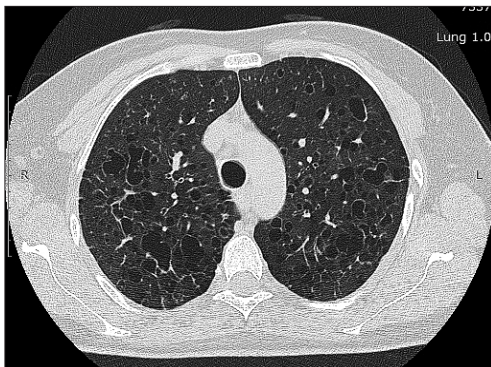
Imagine HRCT la o pacientă de 39 de ani, fumătoare
